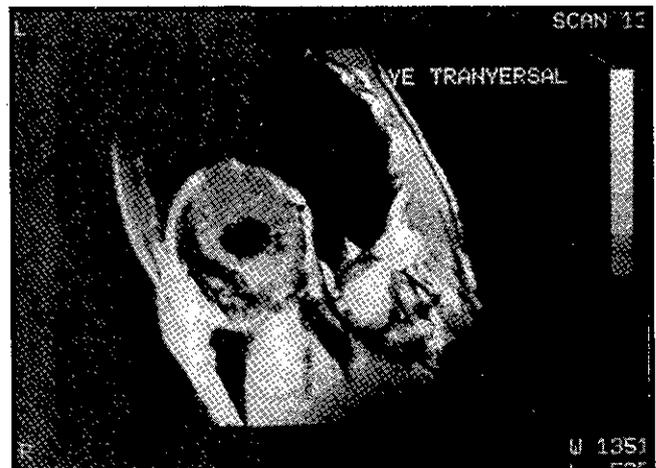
Ressonância magnética nuclear mostrando hipertrofia da parede lateral do ventrículo esquerdo do caso nº 1.
